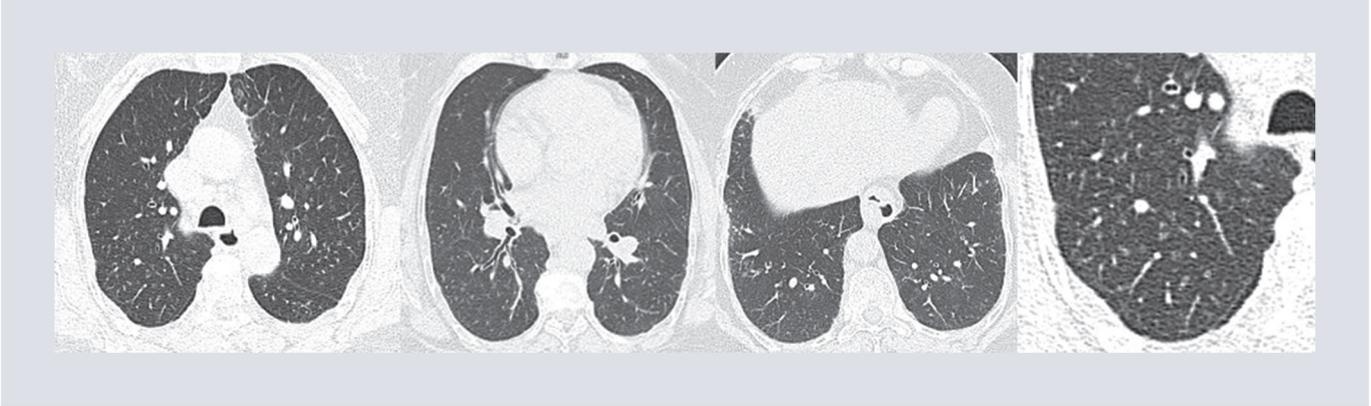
Tomografía axial computarizada de alta resolución. En los diferentes cortes axiales se identifican hallazgos de enfermedad de la vía aérea pequeña: patrón en mosaico, engrosamiento de la pared de la vía aérea segmentaria y subsegmentaria, así como patrón micronodular (magnificación) centrilobulillar de baja atenuación.
